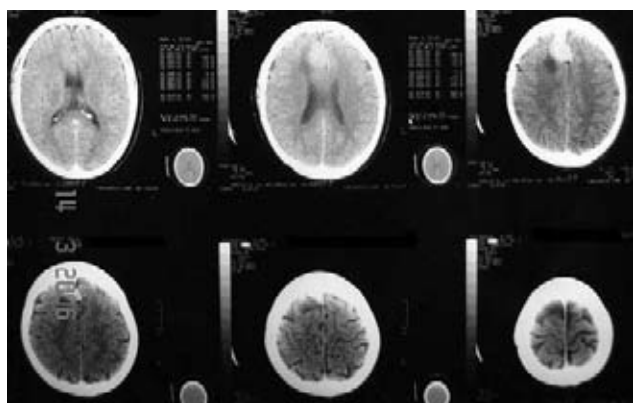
Tomografía simple de cráneo en cortes axiales. Muestra lesión de la hoz cerebral, en su tercio anterior, compatible con meningioma.
